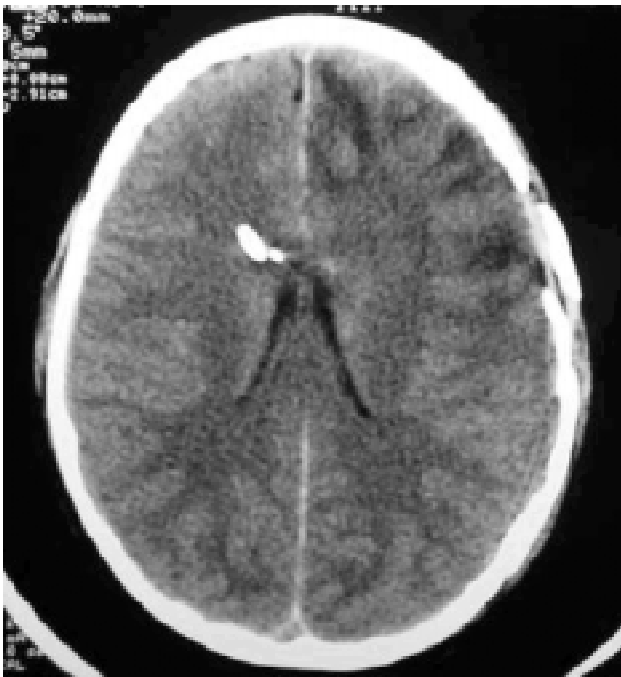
TC de crânio mostrando monitorização da PIC com cateter de drenagem ventricular associado a eletrodo com transdutor na ponta, em paciente com TCE grave, múltiplas fraturas de crânio e contusão frontal
